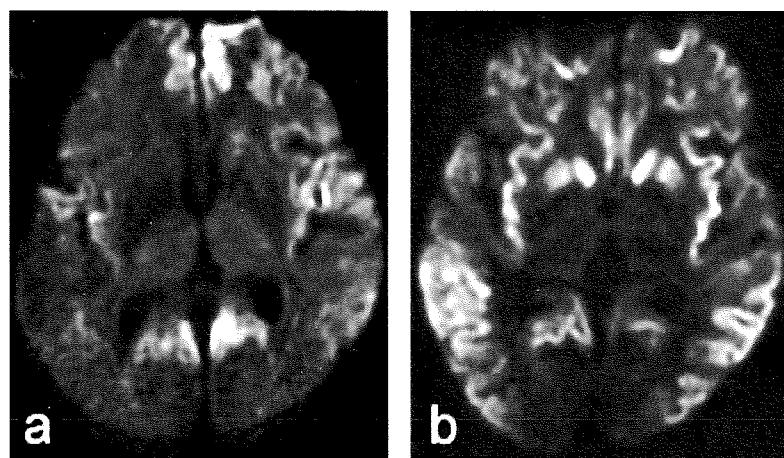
V180I 変異による 79 歳女性例の脳 MRI-DWI
